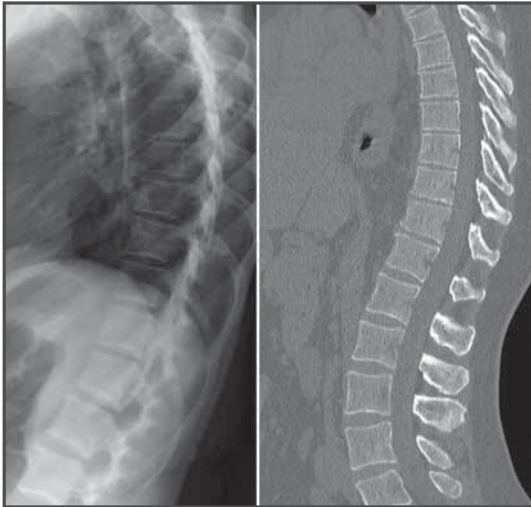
Rx y TC con discretos signos degenerativos artrósicos.
